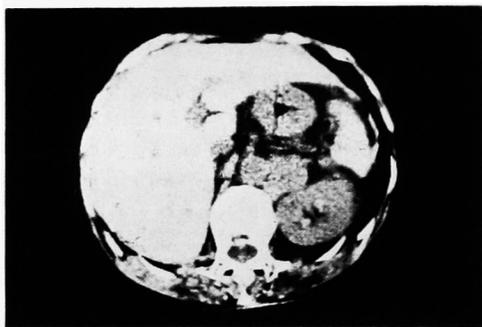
症例2. 術前腹部 CT-scan, 左腎門部にリンパ節転移を認める.
